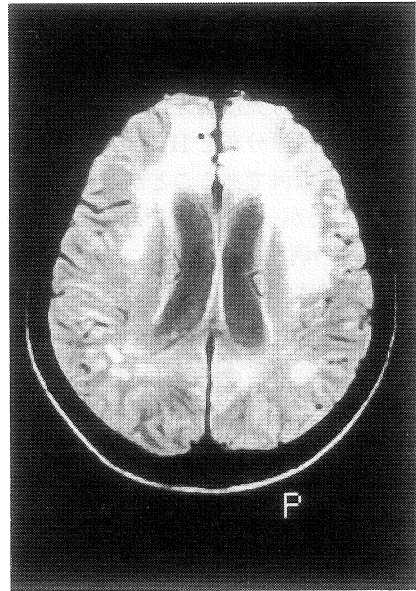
症例4—発症103日後のMRI, T₂強調画像。両側前頭葉内側部に高信号領域が認められ、大脳白質にも高信号領域が散在している。
